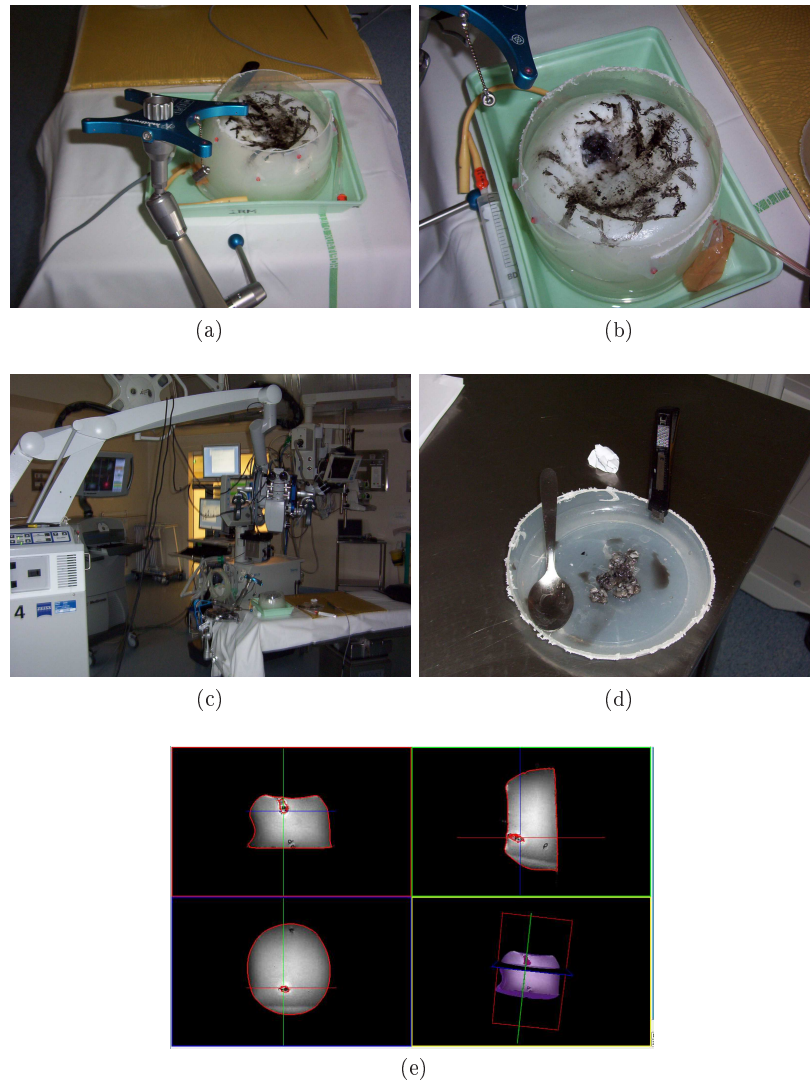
Manipulation sur fantôme PVA.(a), (b), (c) Fantôme en conditions cliniques, près de la croix du système de neuronavigation au bloc opératoire (d) Volume de lésion retirée et "outils"(e) IRM fantôme PVA avec segmentation de la "lésion"
